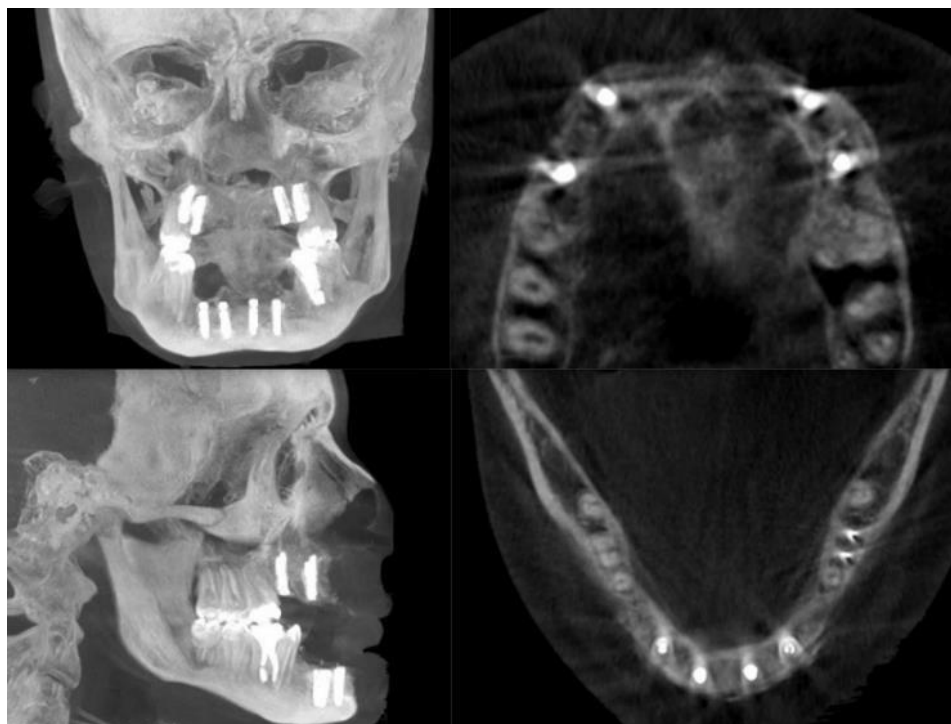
МСКТ через 6 месяцев после имплантации.
